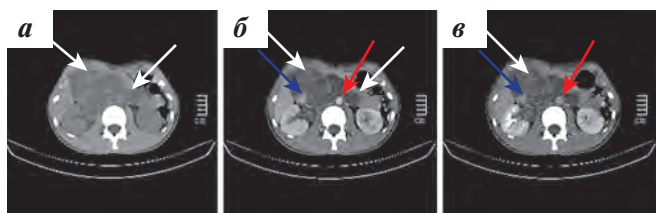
КТ ОБП и МТ: а — нативная фаза; б — артериальная фаза контрастирования; в — венозная фаза контрастирования. В ЗП определяется массивный конгломерат неоднородных опухолевых узлов (белые стрелки) на уровне ворот почки, окружающий аорту (красные стрелки), нижнюю полую вену (НПВ) (синие стрелки), смещающий НПВ кпереди и латерально. В артериальную (б) и венозную (в) фазы контрастирования определяется неравномерное накопление контрастного препарата в опухолевом конгломерате
